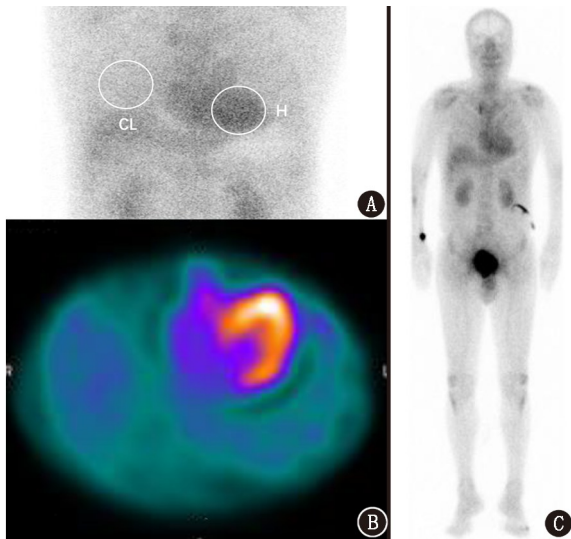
心肌淀粉样变患者(男,62岁) $^{99}\text{Tc}^{\text{m}}$ -焦磷酸盐(PYP)显像图。A.注射后 1 h 平面显像图可见心影摄取明显增高,摄取程度明显高于肋骨,心脏 ROI/对侧肺 ROI 计数比(H/CL)为 1.96;B.心脏 SPECT 显像显示左心室心肌弥漫均匀摄取;C.注射后 3 h 全身显像图仍见心肌摄取明显增高,另见肝、脾弥漫均匀摄取;骨骼系统未见明显异常
